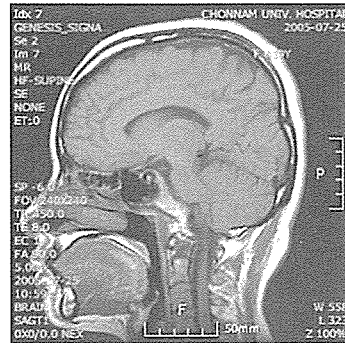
정상인의 MRI : 기도가 확보된
